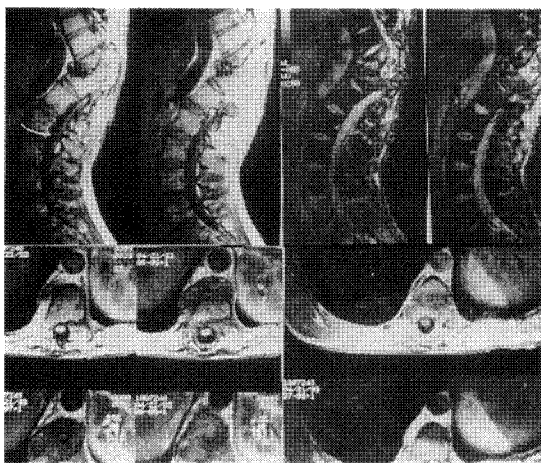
MRI show severe bony destruction and compression of spinal cord at T10, 11, 12 area.
